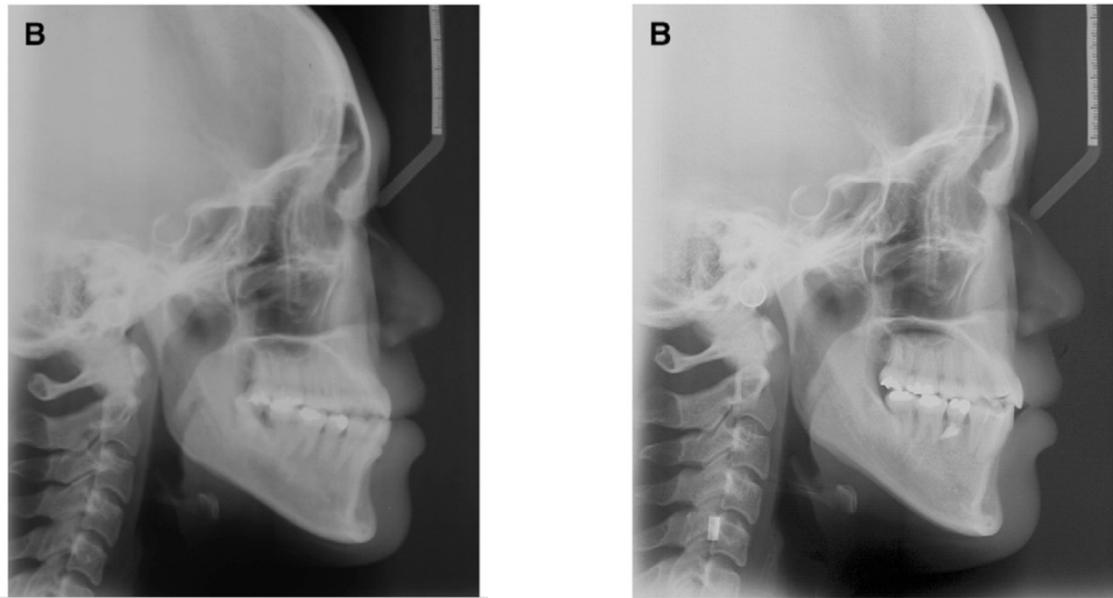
Téléradiographie de profil avant et après le traitement (5)
